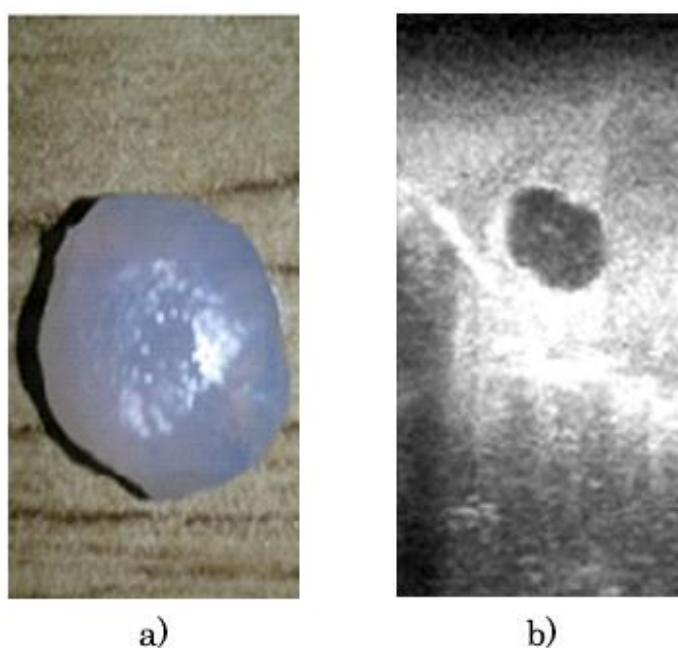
Maniquí de tumor de agar; a) maniquí de agar, b) imagen de ultrasonido de un maniquí de agar dentro de un maniquí de PVA.
